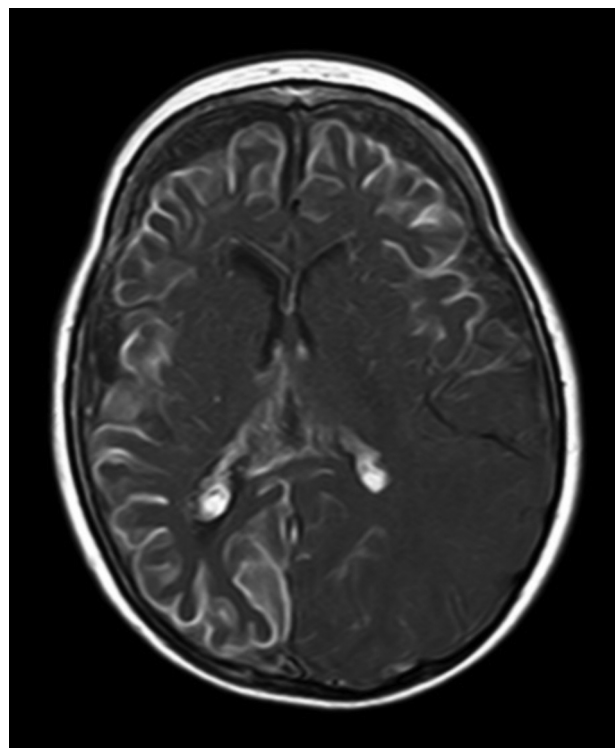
Resonancia magnética craneal T1 con contraste que muestra angiomatosis leptomenínea bilateral.
